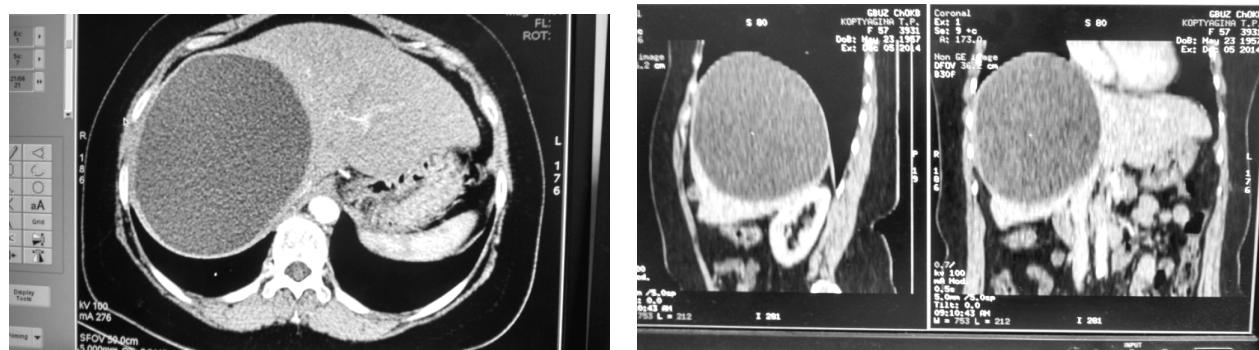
Полость одиночного эхинококка в правой доле печени, КТ - грамма в трех проекциях. Собственное наблюдение.
